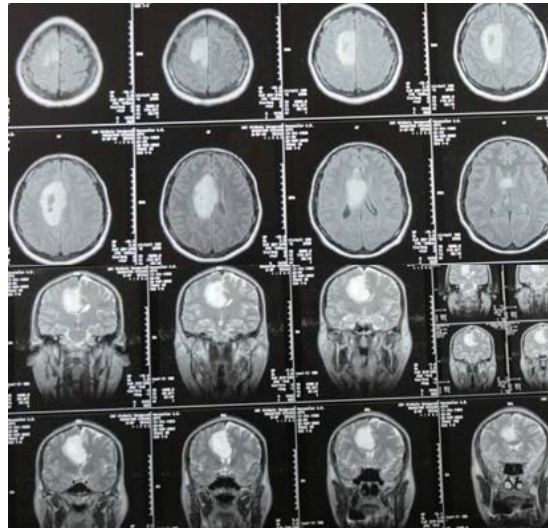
МРТ от 26.11.05 – кистозно-солидное объемное образование медиальных отделов лобно-теменной области справа
